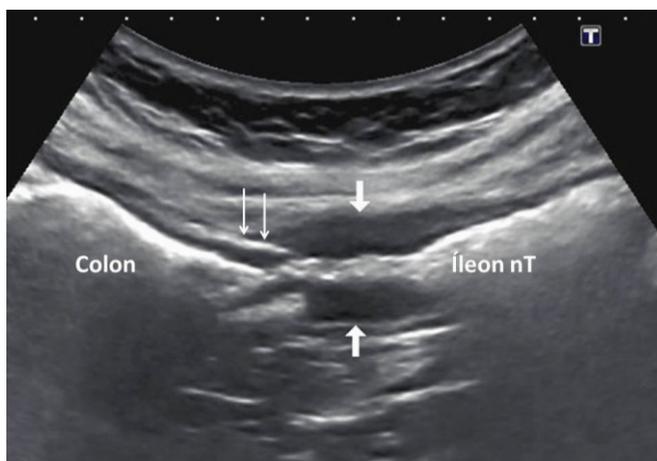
Ecografía de recurrencia postquirúrgica con engrosamiento de pared. Mujer de 69 años intervenida por EC fistulizante hace 6 años con resección ileocecal. Ecografía en fosa ilíaca derecha donde se identifica la sutura de la anastomosis (flechas finas) y el engrosamiento de la pared del íleon neoterminal (íleon nT) (flechas gruesas).
